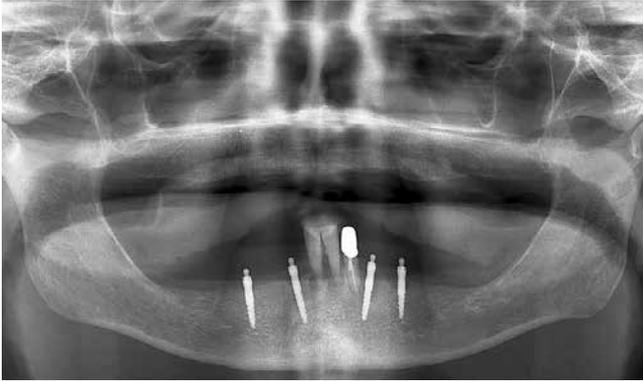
Situation mit inserierten Implantaten auf dem Röntgenbild.
